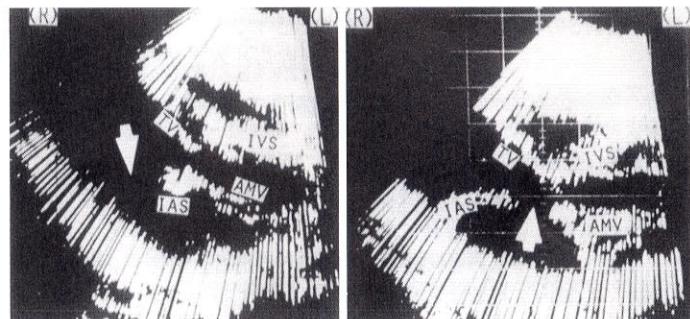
心拍同期接触式複合走査による心房中隔欠損の二次元エコー
